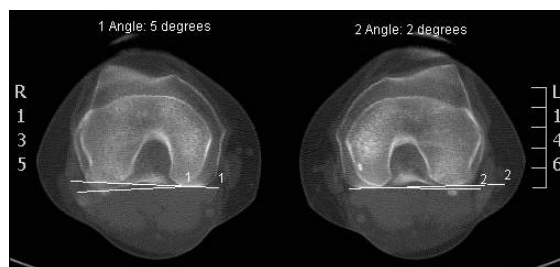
Imagem TC da medição do ângulo de torção côndilos/pratos.
